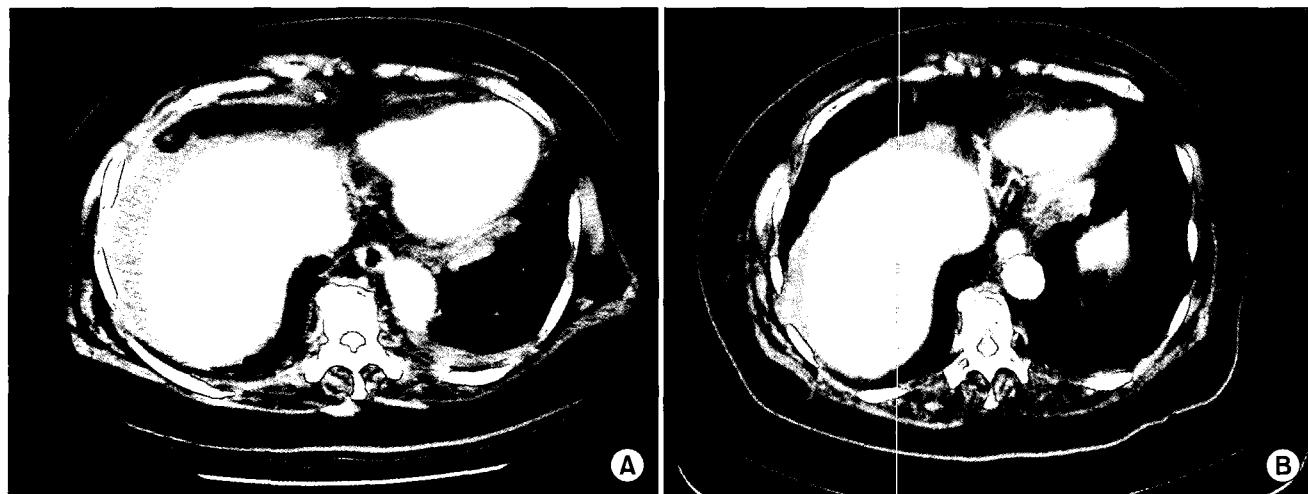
(A) Contrast-enhanced computed tomographic scan shows a partially thrombosed pseudoaneurysm. (B) Follow-up CT scan 10 months after stent-graft deployment shows successful exclusion of the pseudoaneurysm.
